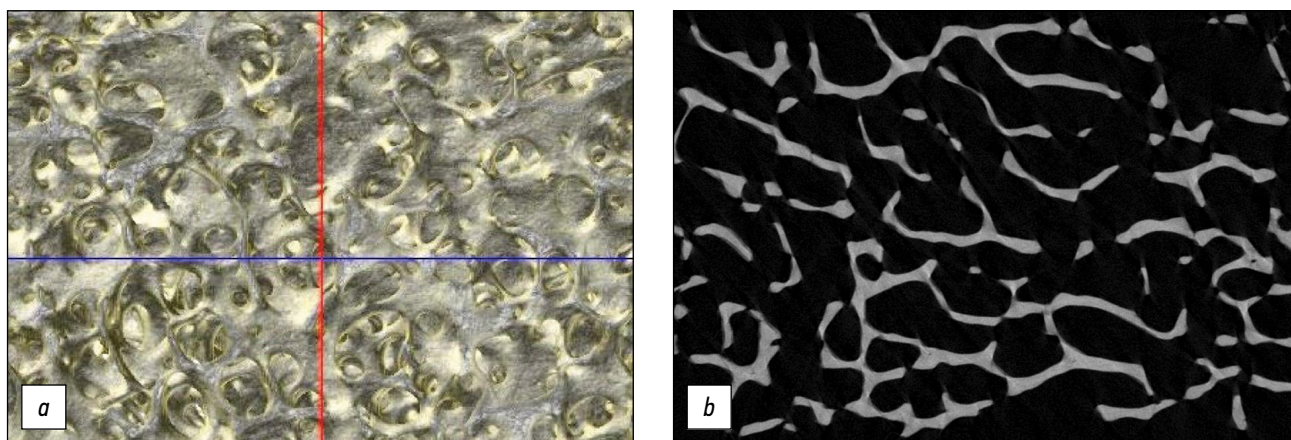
Результаты томографического исследования образца, очищенного по методике 4-3: *a* — 3D-реконструкция, *b* — микро-КТ срез.
